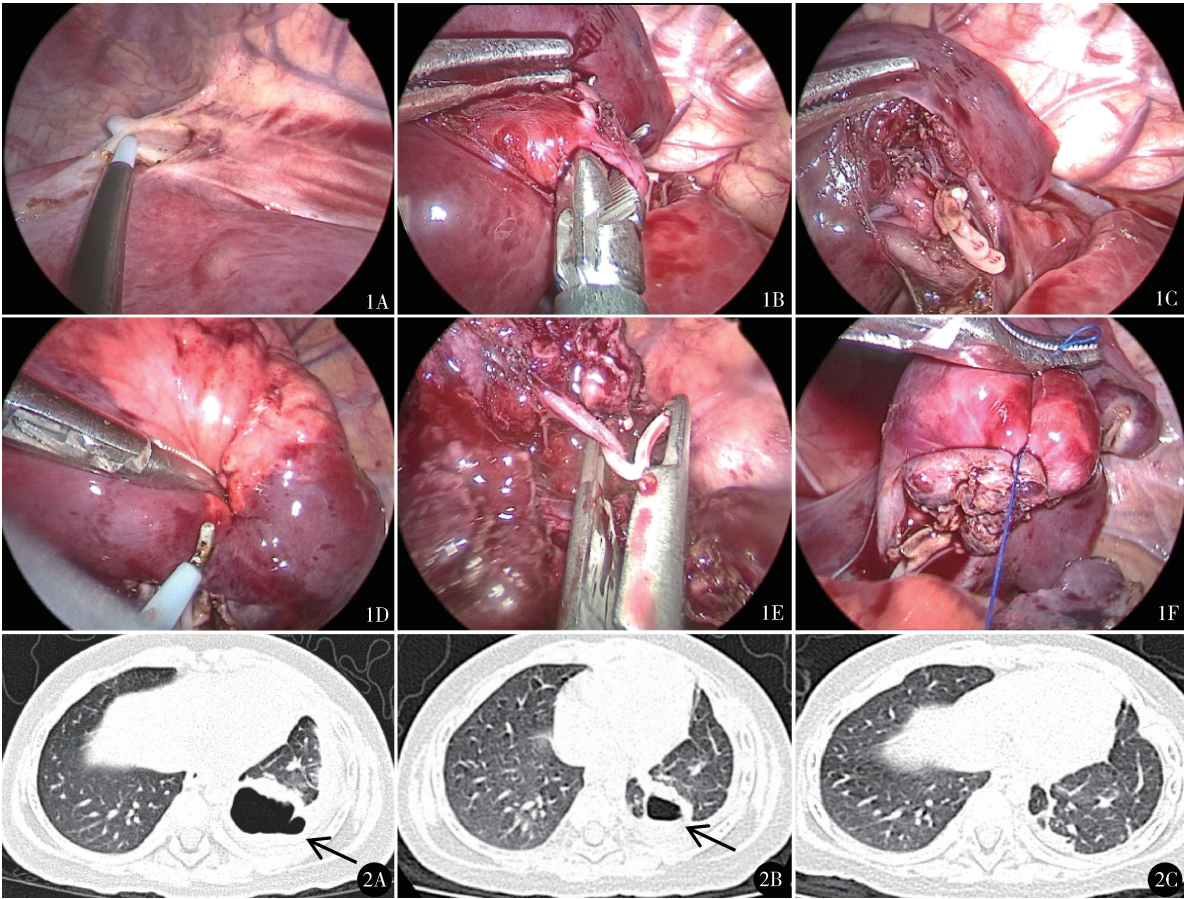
胸腔镜右 S⁹⁺¹⁰肺段切除:A.电钩切开后下肺韧带;B.保留背段与基底段连接,游离 A⁹⁺¹⁰并离断;C.“裸化”B⁹⁺¹⁰;D.通过改良“膨胀萎陷法”确定段间平面(S⁹⁺¹⁰为膨胀部分,S⁶、S⁷、S⁸为不张部分);E.Hem-o-lok 夹闭回流 S⁹⁺¹⁰的段内静脉;F.缝合肺断缘 图 2 包裹性气胸保守观察随访资料:A.左 S¹⁰切除术后 1 个月 CT 示左肺下叶可见包裹性气胸;B.术后 2 个月复查 CT 示包裹性气胸较前减小;C.术后 3 个月复查 CT 示包裹性气胸消失
